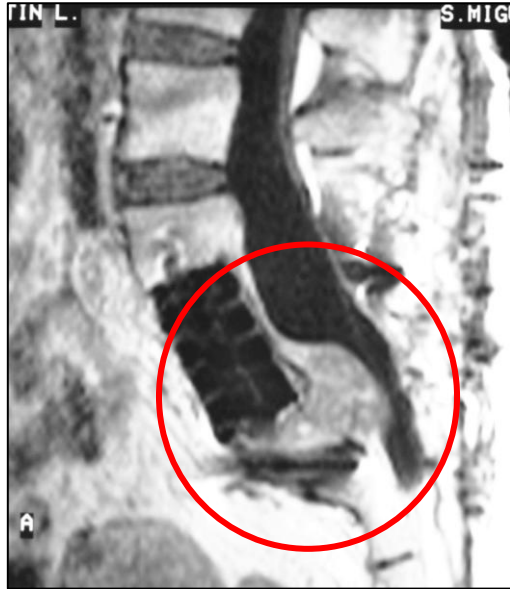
Imagen de RM en corte sagital de la recidiva local
